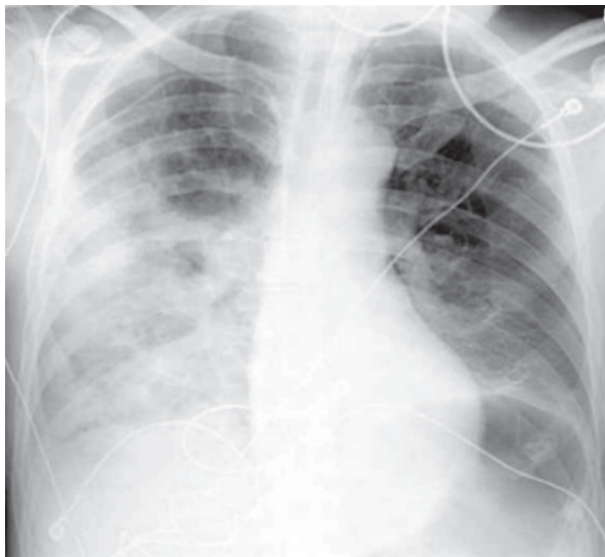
Рентгенограма ОГП у прямій проекції хворої М.
